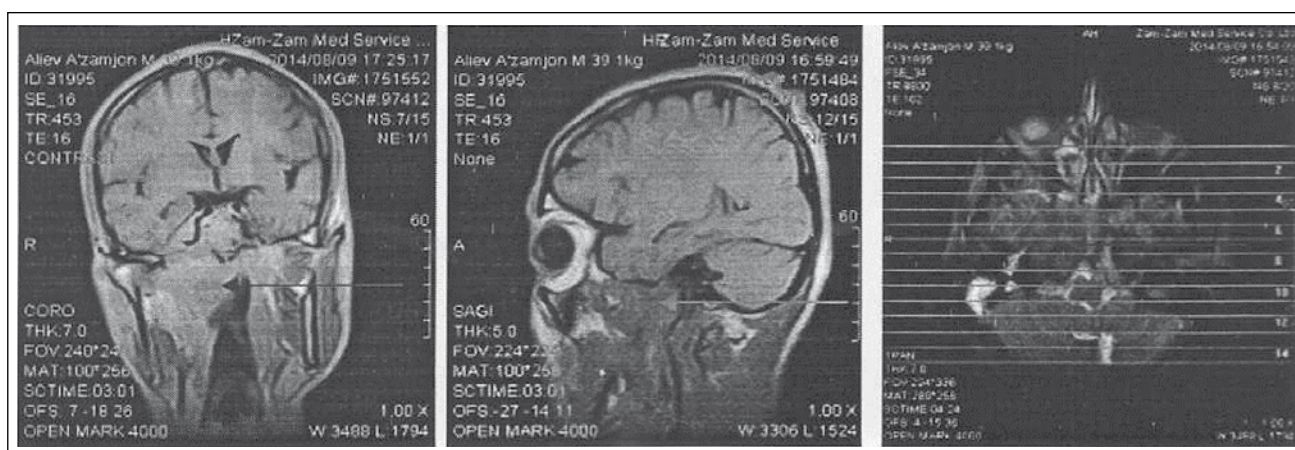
Томограмма головного мозга после контрастирования
